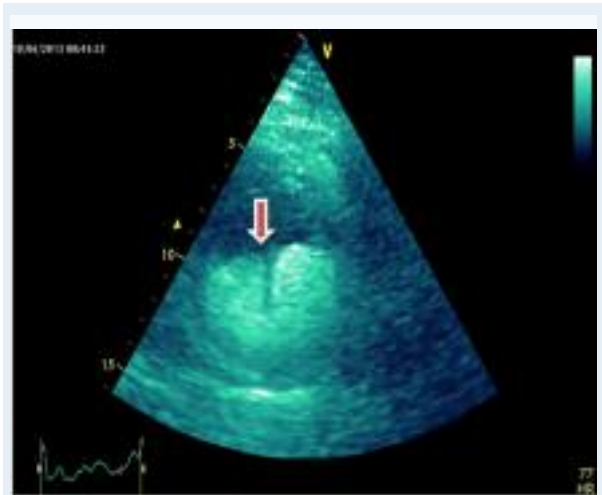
Echocardiographie: Aspect bilobé de la tumeur en coupe parasternale petit axe.
